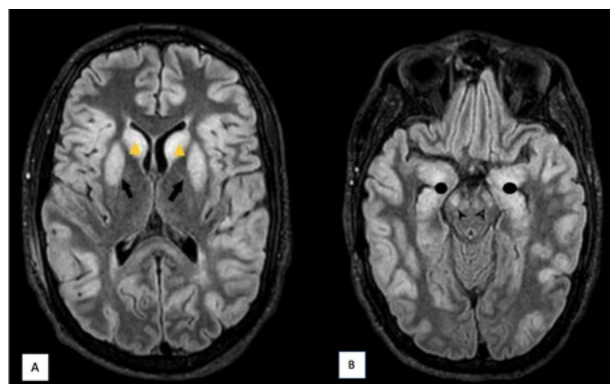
(A y B). RM cerebral ponderada en FLAIR, cortes axiales. (A) Se visualizan marcadas hiperintensidades en ambos núcleos caudados (puntas de flecha amarillas) y ganglios basales (flechas negras), en relación con infartos agudos en dichas localizaciones. (B) Hiperintensidades en ambos pedúnculos cerebrales y zonas hipocampales correspondientes con isquemia de instauración aguda.
